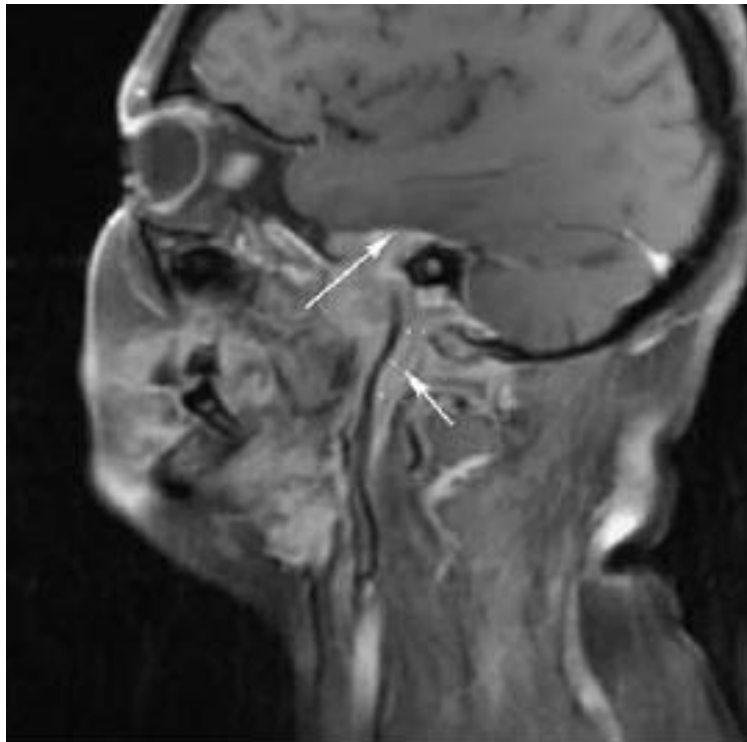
Coupe sagittale en IRM en séquence SET 1 (Spin écho T1) avec injection de gadolinium et annulation de signal de graisse. Tumeur du toit et de la paroi latérale gauche du nasopharynx avec envahissement de la base du crâne et des méninges (flèche longue) plus engrainement carotidien (flèche courte).
